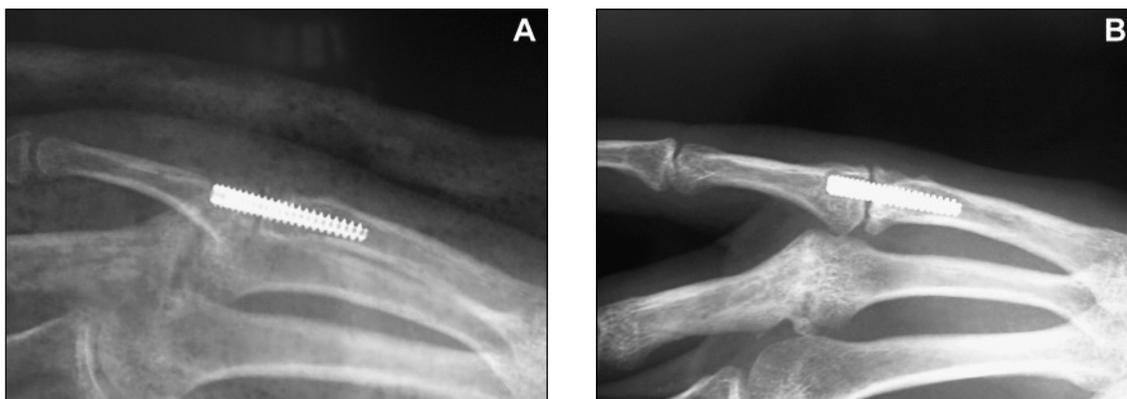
Tornillo Acutrak® en articulación MTCF del meñique. A) Radiografía del post operatorio inmediato, donde se observa un tornillo con fallas en la técnica de osteosíntesis: dirección retrógrada, ángulo de artrodesis con escasa flexión e insuficiente contención ósea en el dorso de F1. B) Evolución a 4 meses de la cirugía con no unión de la artrodesis.
